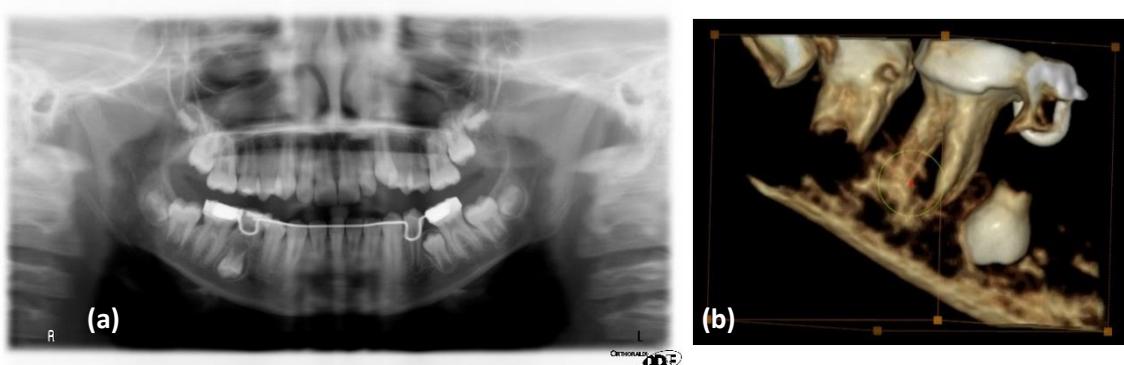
(a) Ortopantomografia (dez-2014); (b) Reconstrução de um CBCT (fev-2015), destacando a presença do 45 impactado e invertido.
